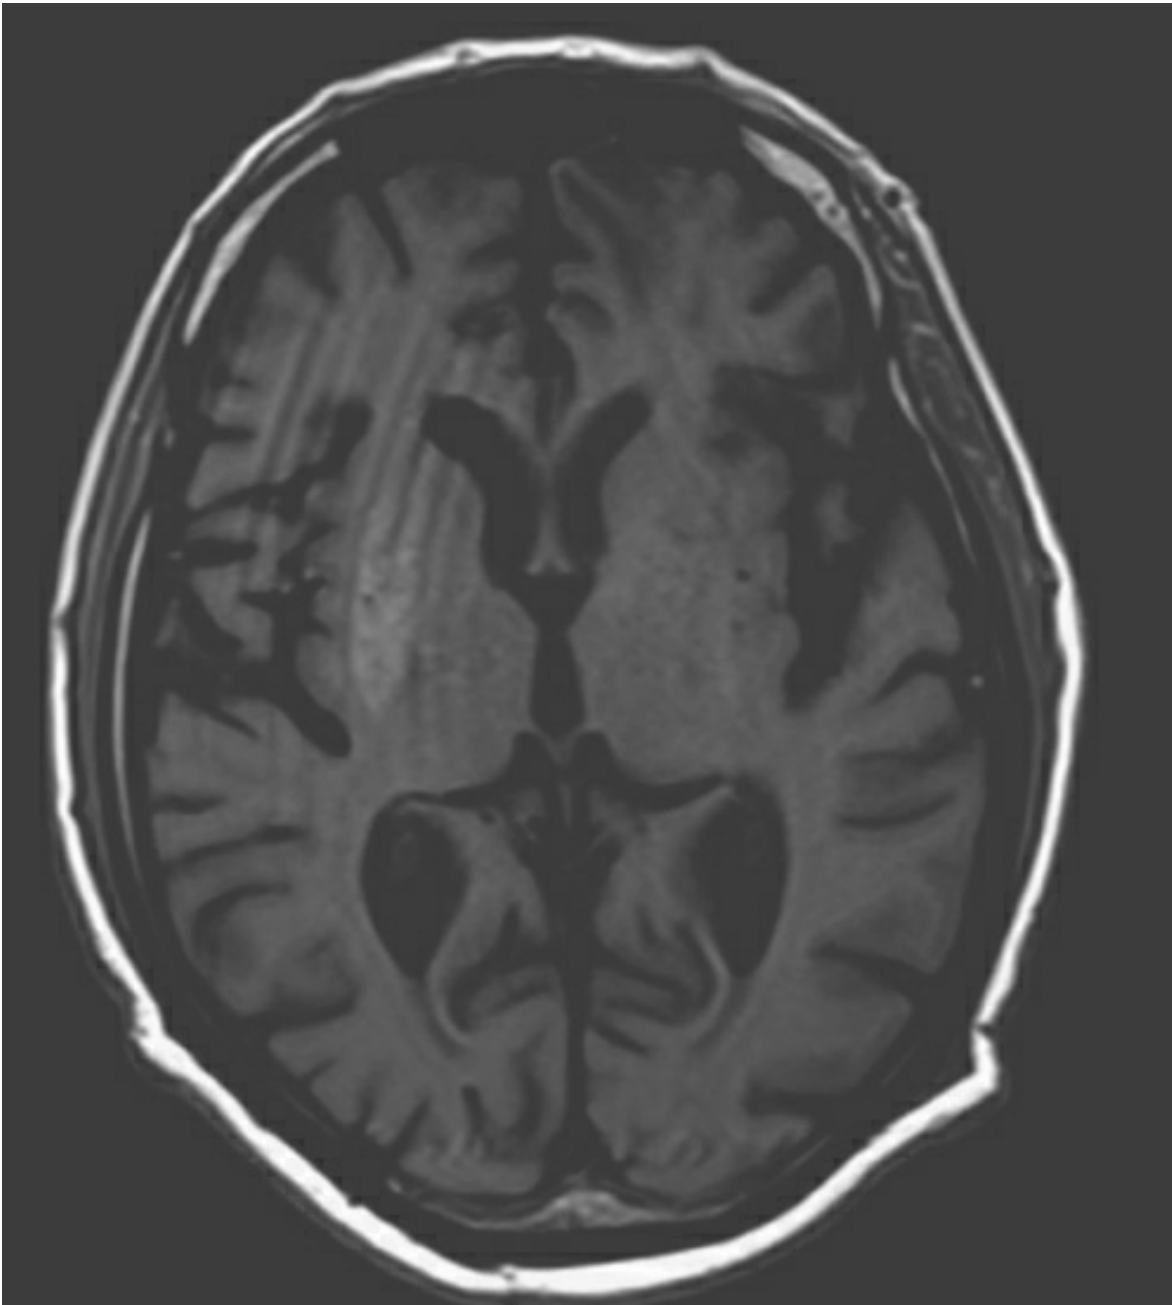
Imagen de RMN ponderada en T1.
